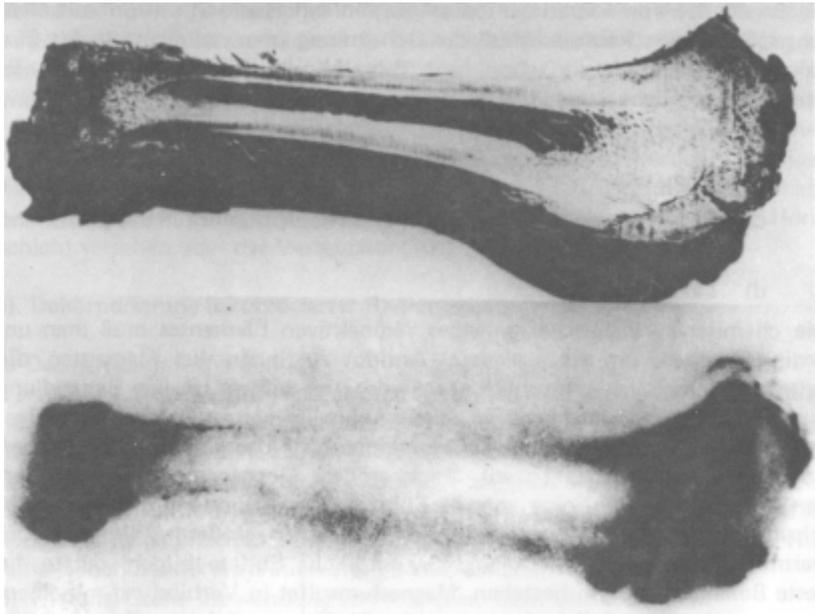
Schnitt durch die Tibia (oberes Bild) und die dazu gehörige Makroautoradiographie eines Schweines (Muttersau) vom Rongelap-Atoll, das 38 Tage nach der Bikini-H-Bombenexplosion getötet wurde.
